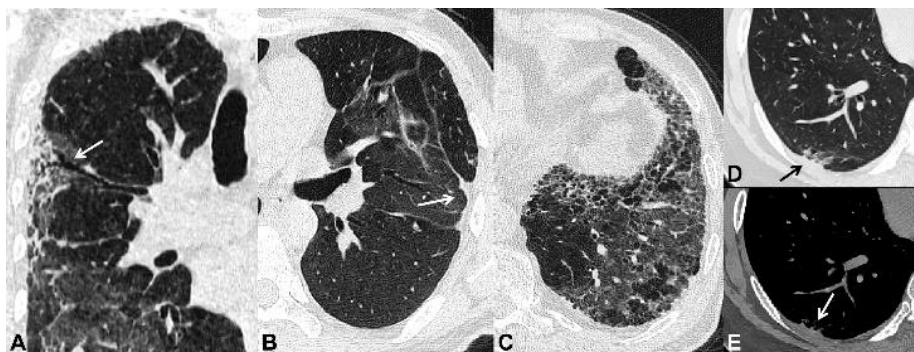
Alterações pulmonares fibróticas em doentes com COVID Longo, identificadas à TC tórax. A, bronquiectasias de tração (seta); B, bandas parenquimatosas (seta); C, padrão em favo de mel; D e E, espessamento da pleura adjacente (seta).⁵⁷
